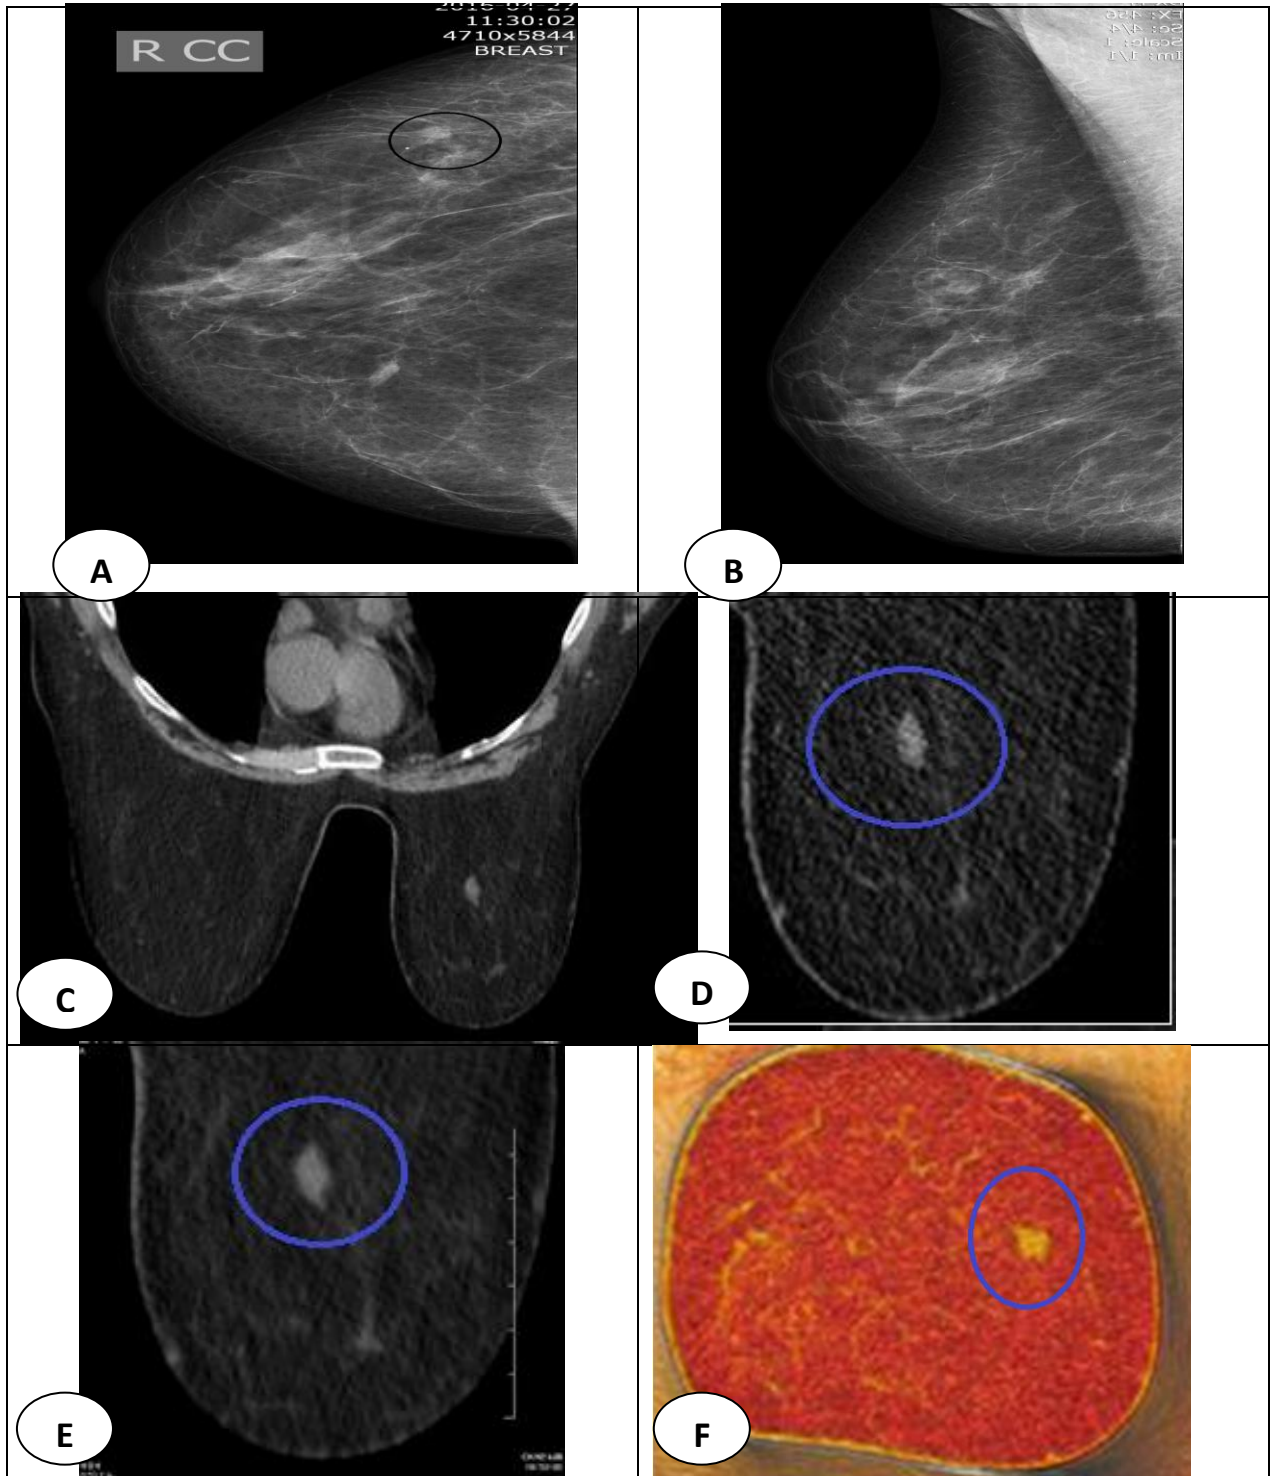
РМГ правой МЖ в прямой (А) проекции, в ВНК определяется овальной формы участок уплотнения размерами 4x5 мм, без отображения изменений на снимке в косой проекции (В) – асимметрия плотности, образование (?) категории В4. При МСКТ-МГ образование ПМЖ с четкими контурами (С), равномерно накапливающее КС (D) в артериальную фазу КУ, сохраняя гиперденсность в венозной фазе (Е), без изменения окружающей паренхимы (F).
